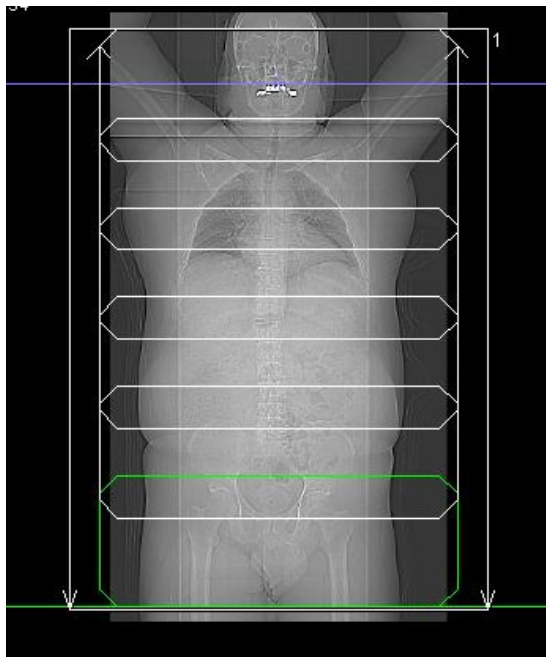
Exemple de topogramme avec définition des limites d'acquisition de la TDM et du nombre de pas nécessaires pour l'acquisition TEP
